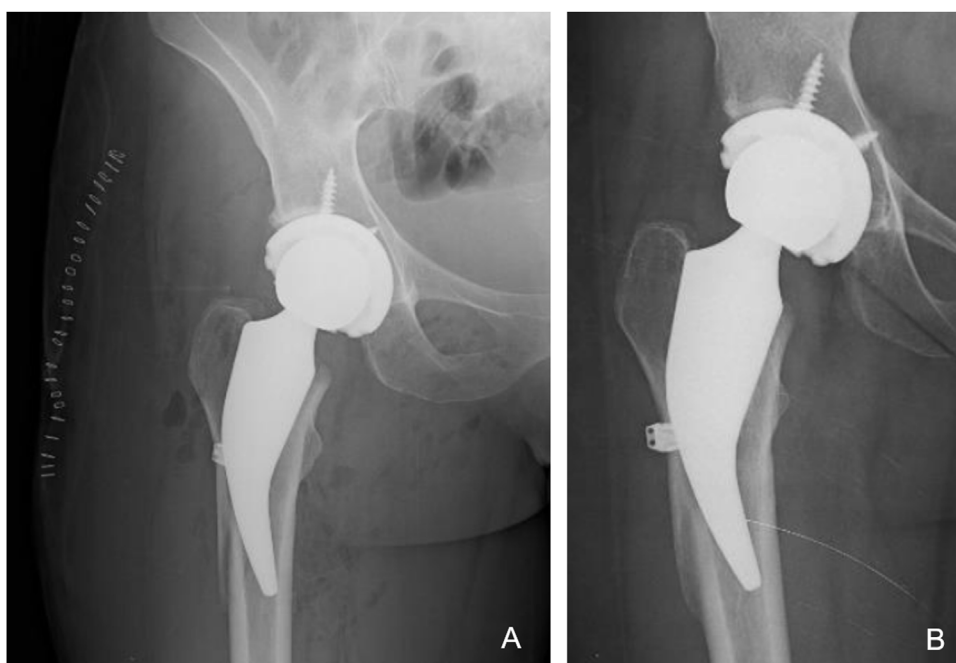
La imagen muestra a una mujer de 32 años que se sometió a una ATC por osteonecrosis de la cadera derecha. A) Radiografía postoperatoria del mismo paciente con RTC con fractura de cortical la femoral lateral intraoperatoria tratada durante la cirugía con cerclaje de hilo trenzado de monofilamento. B) Radiografía AP que muestra un vástago bien fijado sin hundimiento y una cortical femoral lateral consolidada y una buena fijación a los seis meses de seguimiento.
